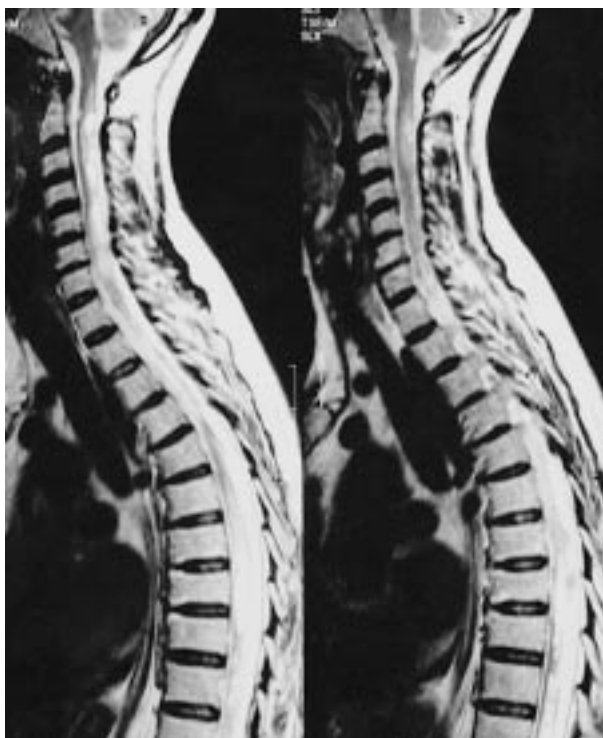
IRM coupes sagittales, séquence pondérée T2.
